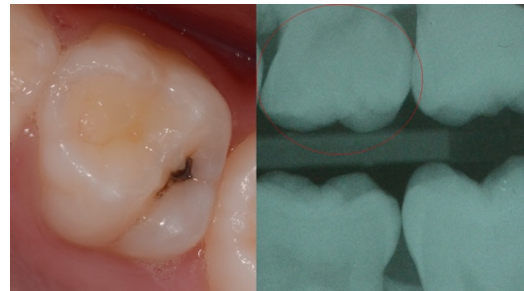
lesione cariosa a carico di un molare superiore e relativa indagine radiografica mediante bitewing
